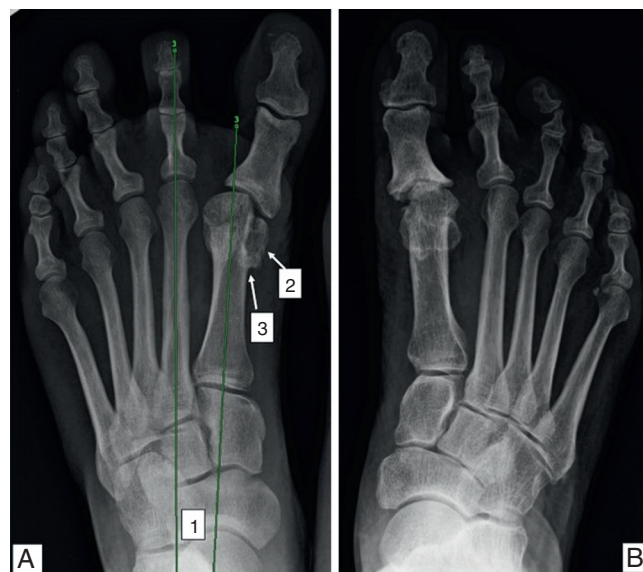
Radiographie de déformations en hallux varus.
